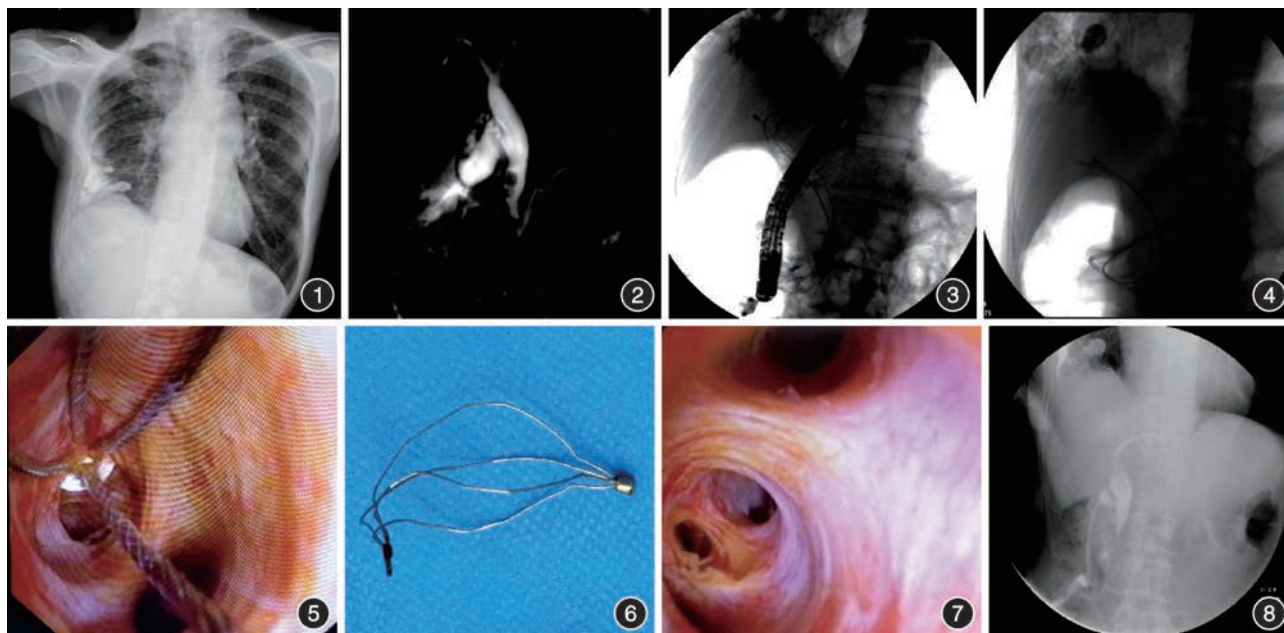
胸部正位片示右侧胸膜钙化灶并粘连,左肺代偿性肺气肿 图2 磁共振胰胆管成像示胆总管中下段多发结石 图3 经内镜逆行胰胆管造影术X线下显示网篮嵌顿于肝右叶 图4 留置鼻胆管于右肝管分支胆管 图5 术中胆道镜探查可见取石网篮嵌顿于右肝管三级胆管汇合处 图6 切断后取出的网篮 图7 嵌顿处损伤的胆管内膜 图8 T管造影未见结石残余
